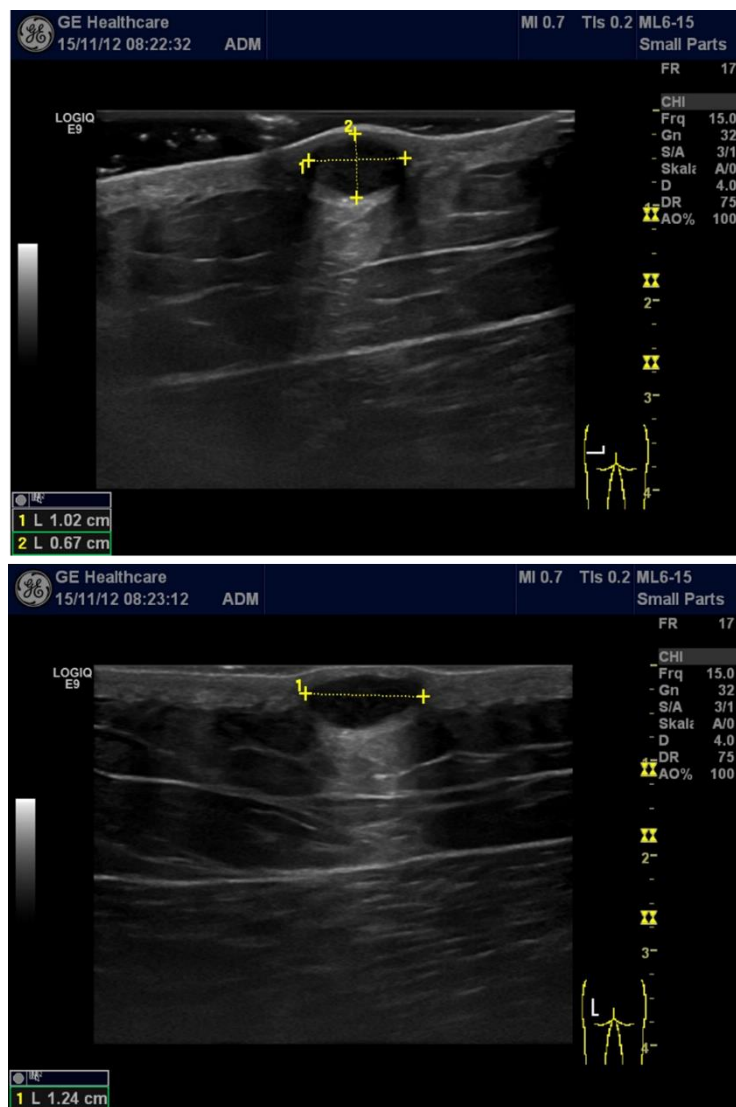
Im Korium lokalisierte Epidermalzyste (10 x 7 x 12 mm) gluteal links eines 63-jährigen Patienten. Die Horizontale Achse (a) und vertikale Achse (b) zeigen eine rundliche, scharf begrenzte echoarme Struktur mit dorsaler Schallverstärkung und Randschattierung in der B-Mode-Sonografie.
